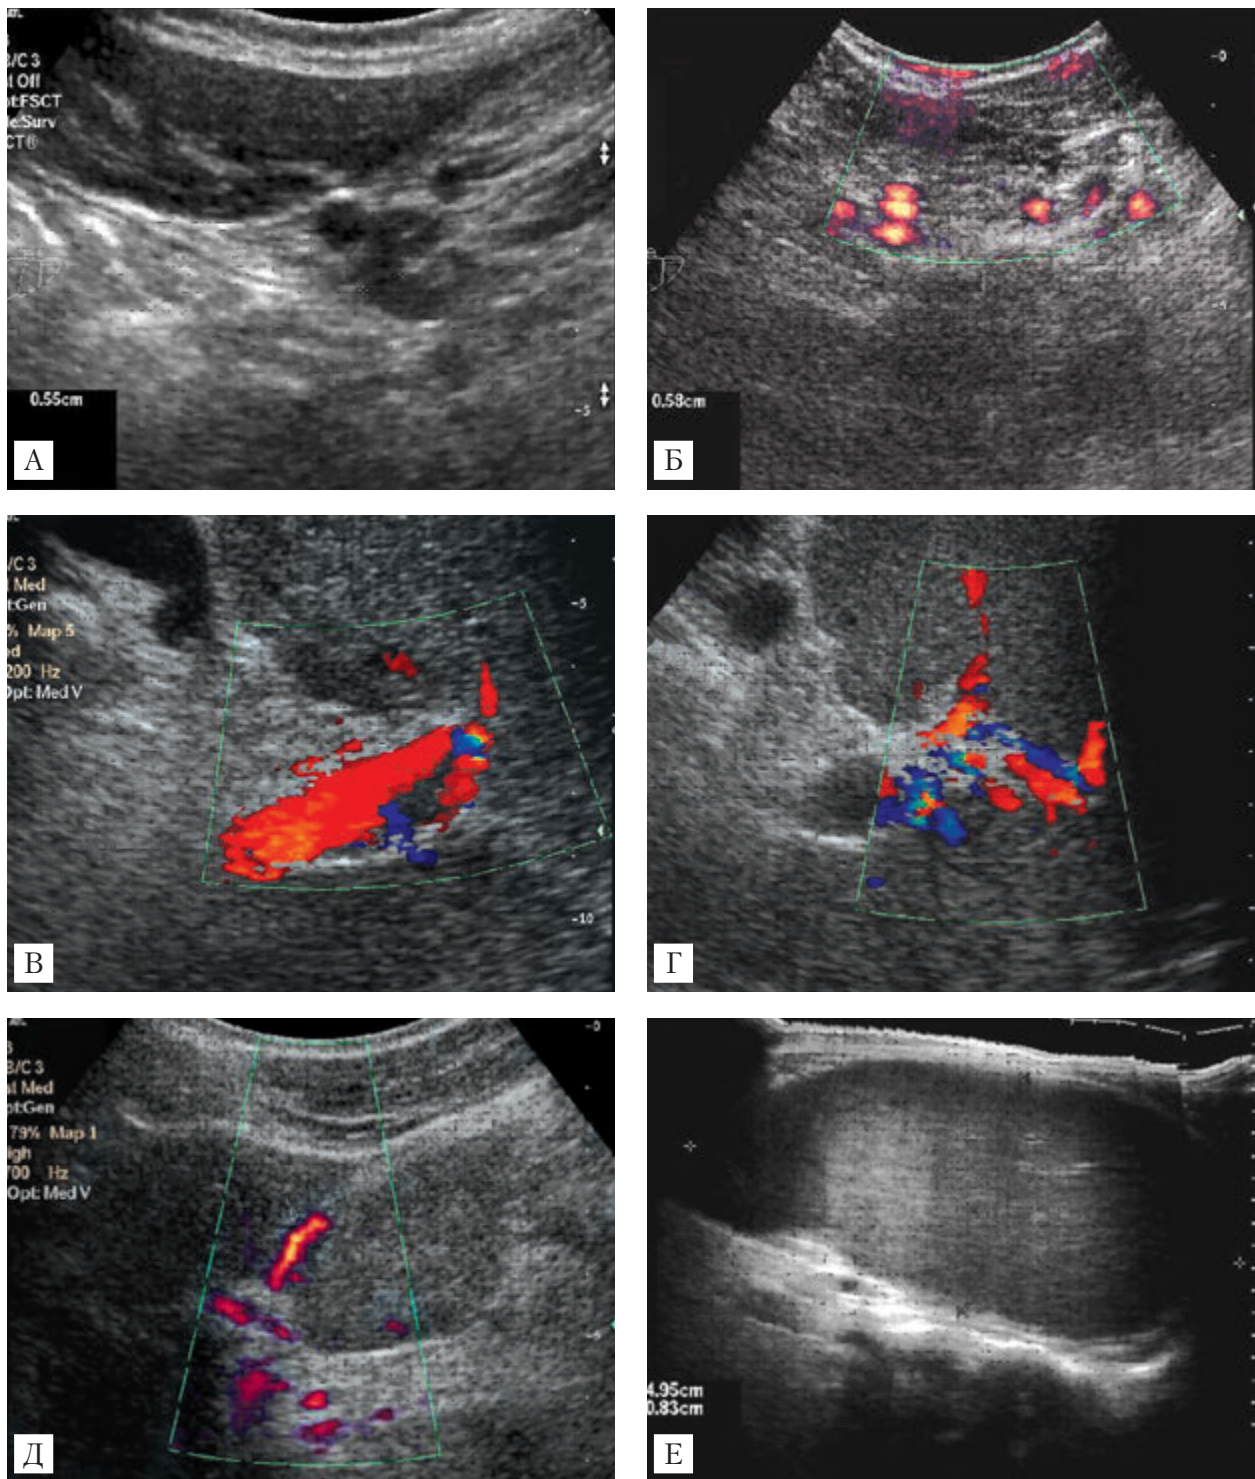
Результаты УЗИ органов брюшной полости (22.07.2008) больного В., 32 года: А – варикозное расширение вен малого сальника в В-режиме; Б – варикозное расширение вен малого сальника в режиме энергетического доплеровского картирования; В – воротная вена: вне- и внутривенная части в режиме цветного доплеровского картирования, нарушение проходимости; Г – эхографическая картина сформированных шунтов (цветное доплеровское картирование); Д – признаки реканализации умбиликальной вены (энергетическое доплеровское картирование); Е – эхо-признаки выраженной спленомегалии (панорамное сканирование)
